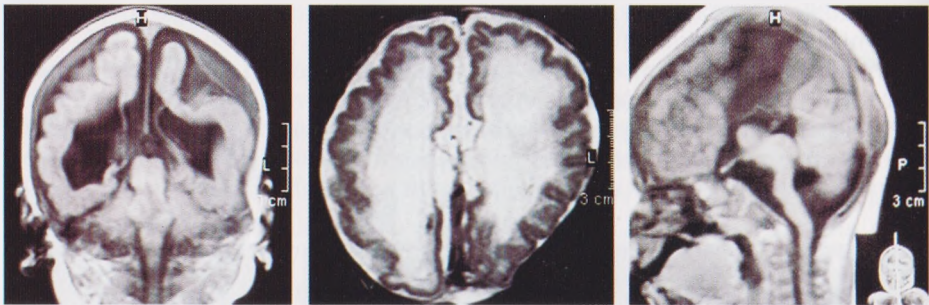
Приклади важких перинатальних органічних уражень головного мозку за даними МРТ.
